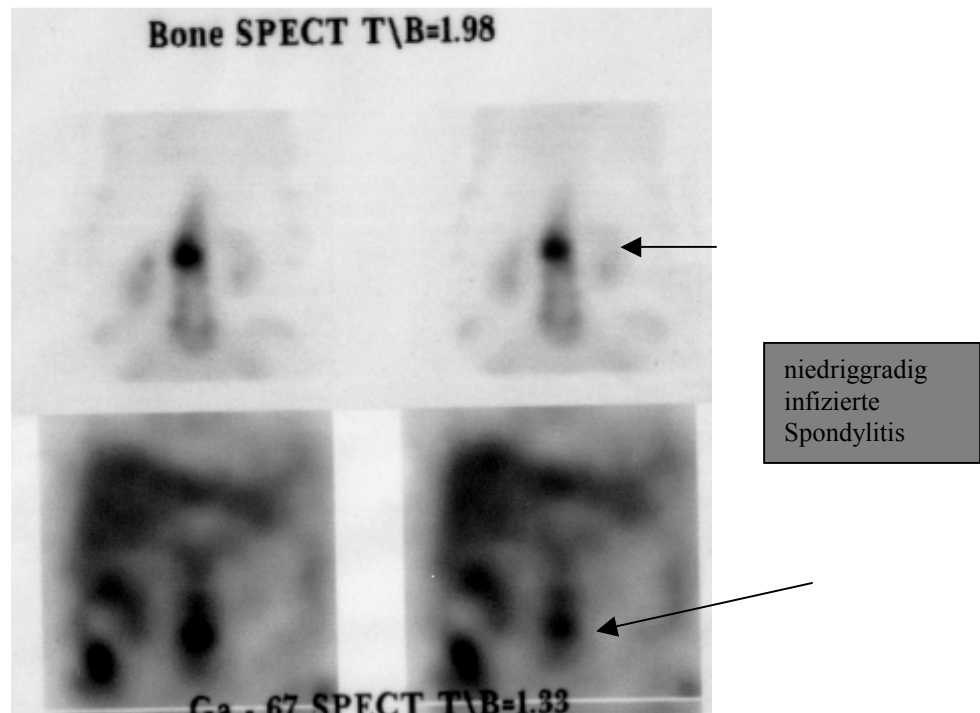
a / b / c: Patienten mit hochgradigem, mittelgradigem und niedriggradigem Infekt in der Wirbelsäule. Semiquantitative Auswertung mittels ROI der ^{67}Ga -Zitrat und $^{99\text{m}}\text{Tc}$ -MDP in SPECT-Technik.
